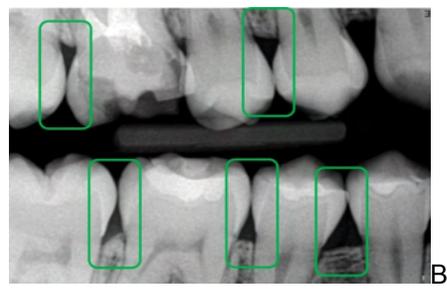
Radiografia Interproximal original de Ms e PMs D (A), e Radiografia Interproximal, com apontamentos (B) das superfícies interproximais para região de Ms e PMs D. Os retângulos verdes apontam para os pontos de contato desses dentes posteriores, sem sobreposição dessas faces, e sem restaurações proximais, com exceção do ponto de contato entre os dentes 16-15 que provavelmente encontram-se desalinhados, já que todos os outros pontos de contato estão visíveis.
